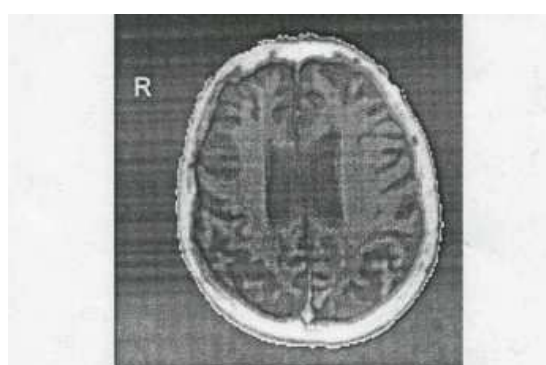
M.P.'s MRI scan (1993) showed cerebral atrophy more pronounced on the right.
